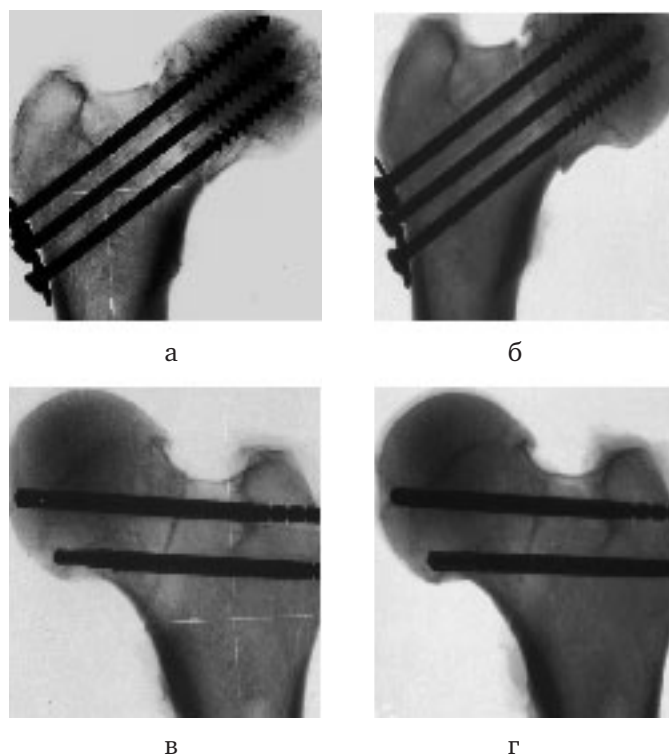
Рентгенограммы моделей остеосинтеза: большими спонгиозными шурупами до испытания (а) и после (б); ФУШ до испытания (в) и после (г)
